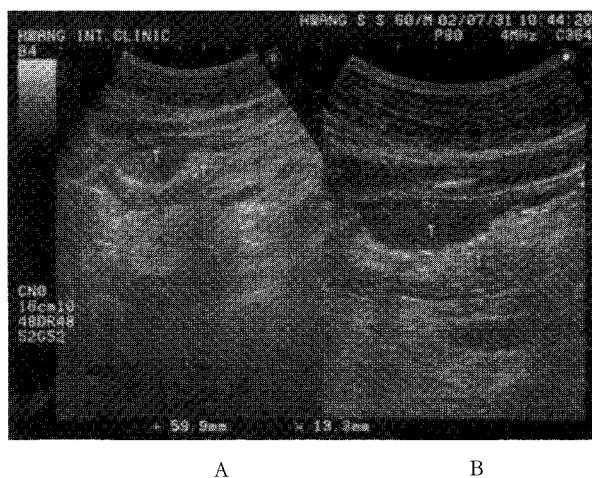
Difference of 16 cm & 10 cm depth on 3.5MHz probe Sonogram of advanced gastric cancer
